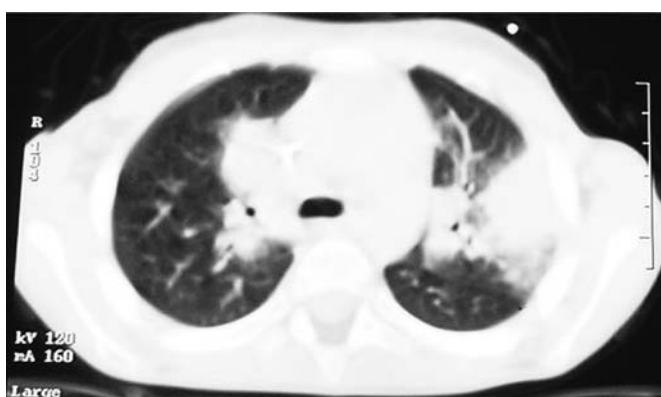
Компьютерная томограмма высокого разрешения
